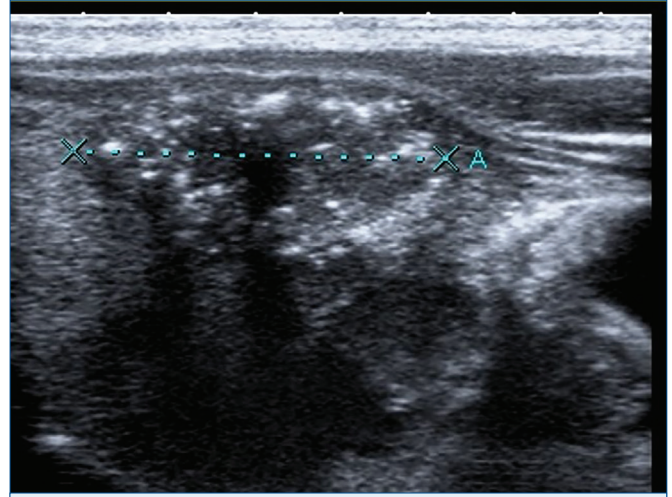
Elli beş yaşında erkek hastada solid komponenti büyük nodül. (A) Solid komponent konturları düzensiz ve birkaç ekojen odak olduğu için TI-RADS 5 olarak kategorize edilmiş. (B) Doppler modunda belirgin vaskülarite içeriyor. Patoloji sonucu benign olarak sonlanıyor.
